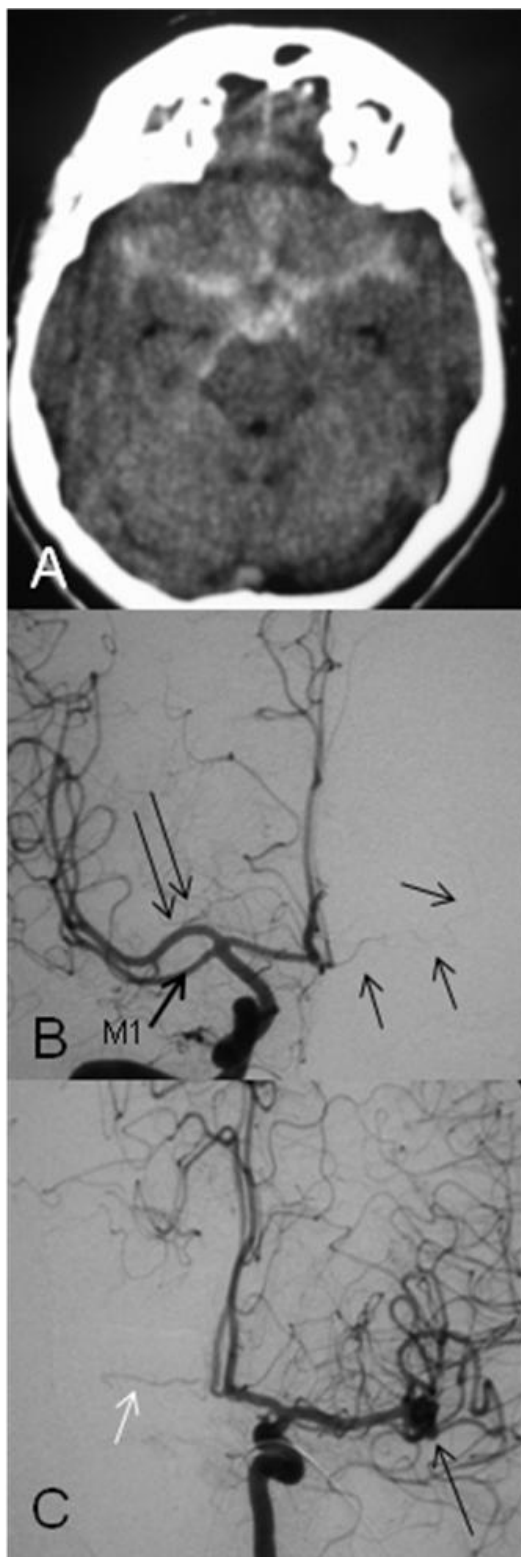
Paciente nº 84. A) TC do crânio sem contraste revela HSA difusa. B) Angiografia carotídea frontal direita mostra uma ACMac nascendo de A1 proximal (setas duplas) e emitindo ramos profundos. Esta ACMac tem calibre superior a M1 e supre o território do tronco superior (ínsula, frontal, e parietal) do território Sylviano. Observe a ARH contralateral. C) Angiografia cerebral frontal esquerda confirma um aneurisma sacular da bifurcação da ACM (seta preta). Note uma ARH à direita (seta branca), apenas visibilizada durante esta injeção (contralateral).
